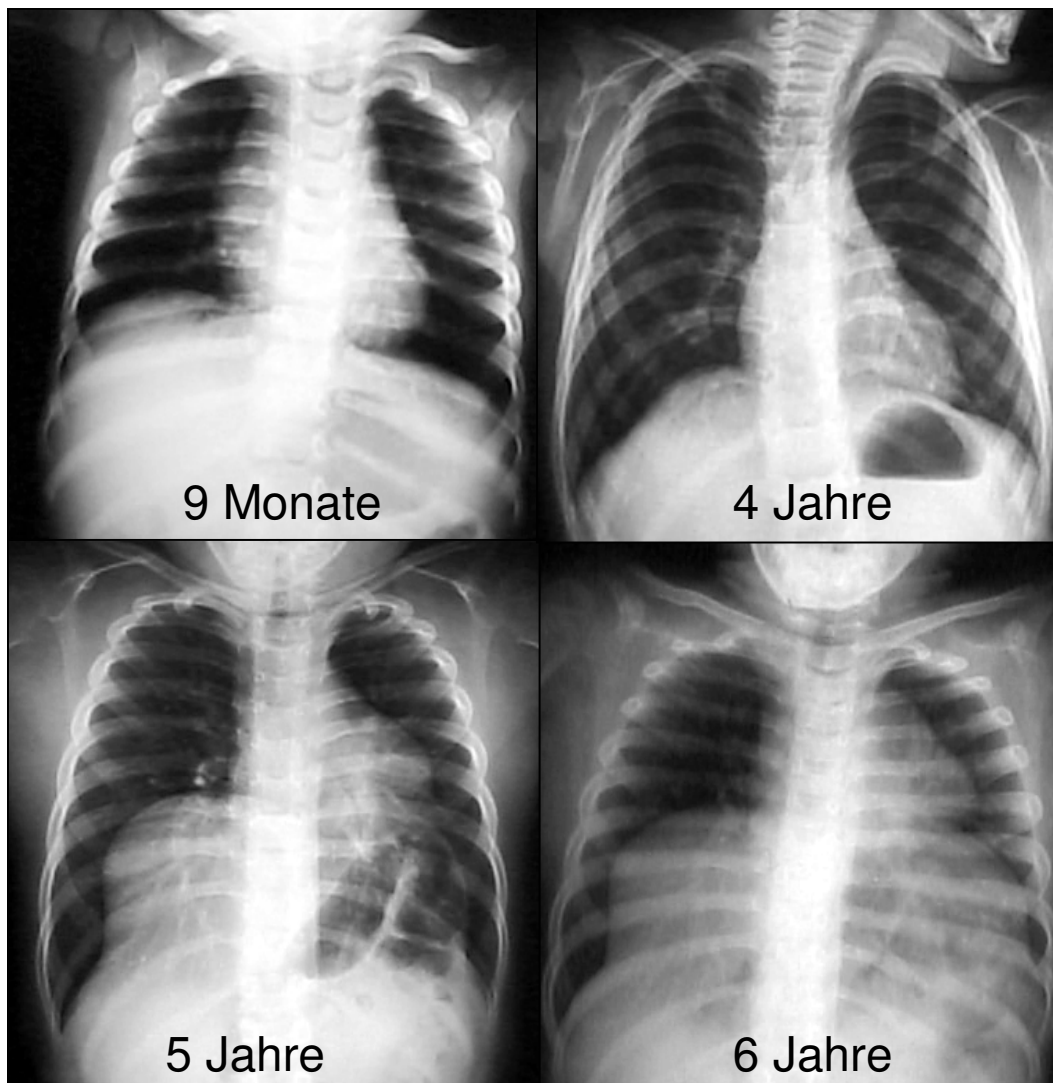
Progression der Diaphragmaparalyse und –eventration in Röntgenaufnahmen des Brustkorbes von Patient 1 mit juvenilem Beginn der Atemnot (Juv Px 1).
